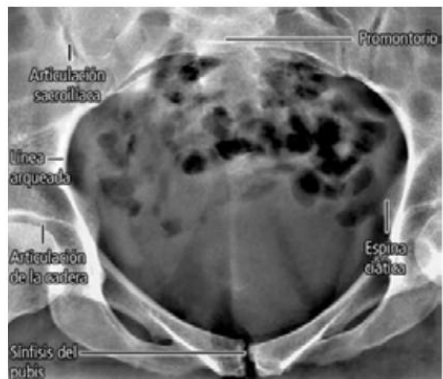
Radiografía de frente de la pelvis femenina, para pelvimetría. Se observan los límites de la abertura superior de la pelvis.
